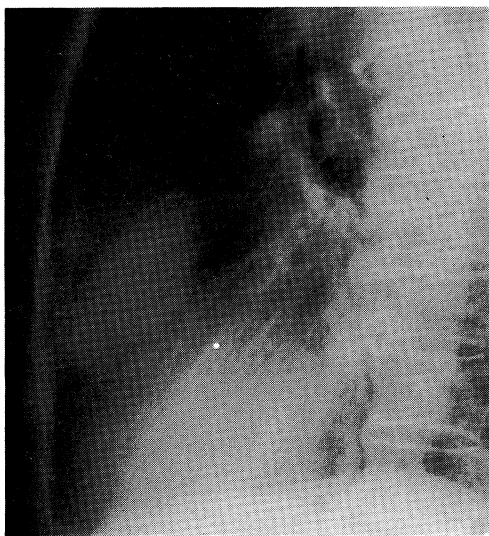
Chest radiograph of case No. 1 (lateral projection), showing tumor mass with concave pleura.
